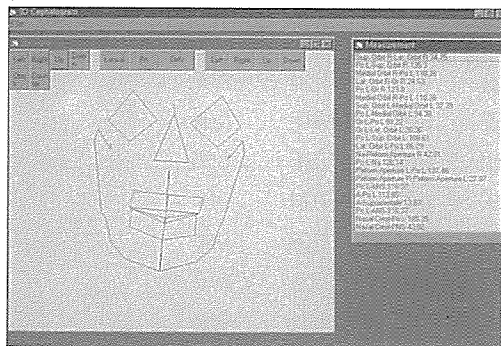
3 차원 두부방사선 규격사진 (XY평면상에 투영한 모습)
